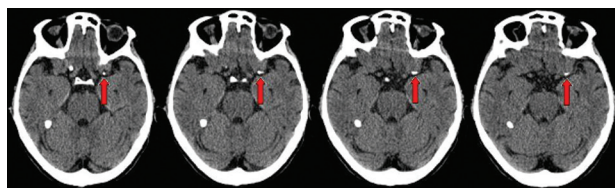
Tomografía al ingreso. Las flechas señalan imagen hiperdensa de aspecto cálcico endoluminal en el segmento M1 de la arteria cerebral media izquierda.
